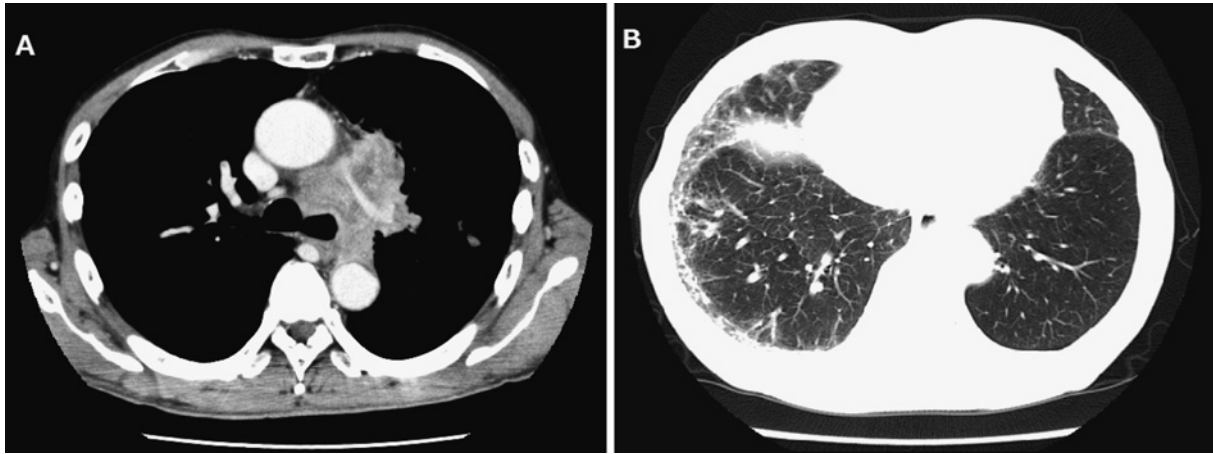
Chest CT performed on admission showed a tumor with swollen lymph nodes in the left upper lobe (A) and a subpleural reticular shadow in the right middle and lower lobes (B).
